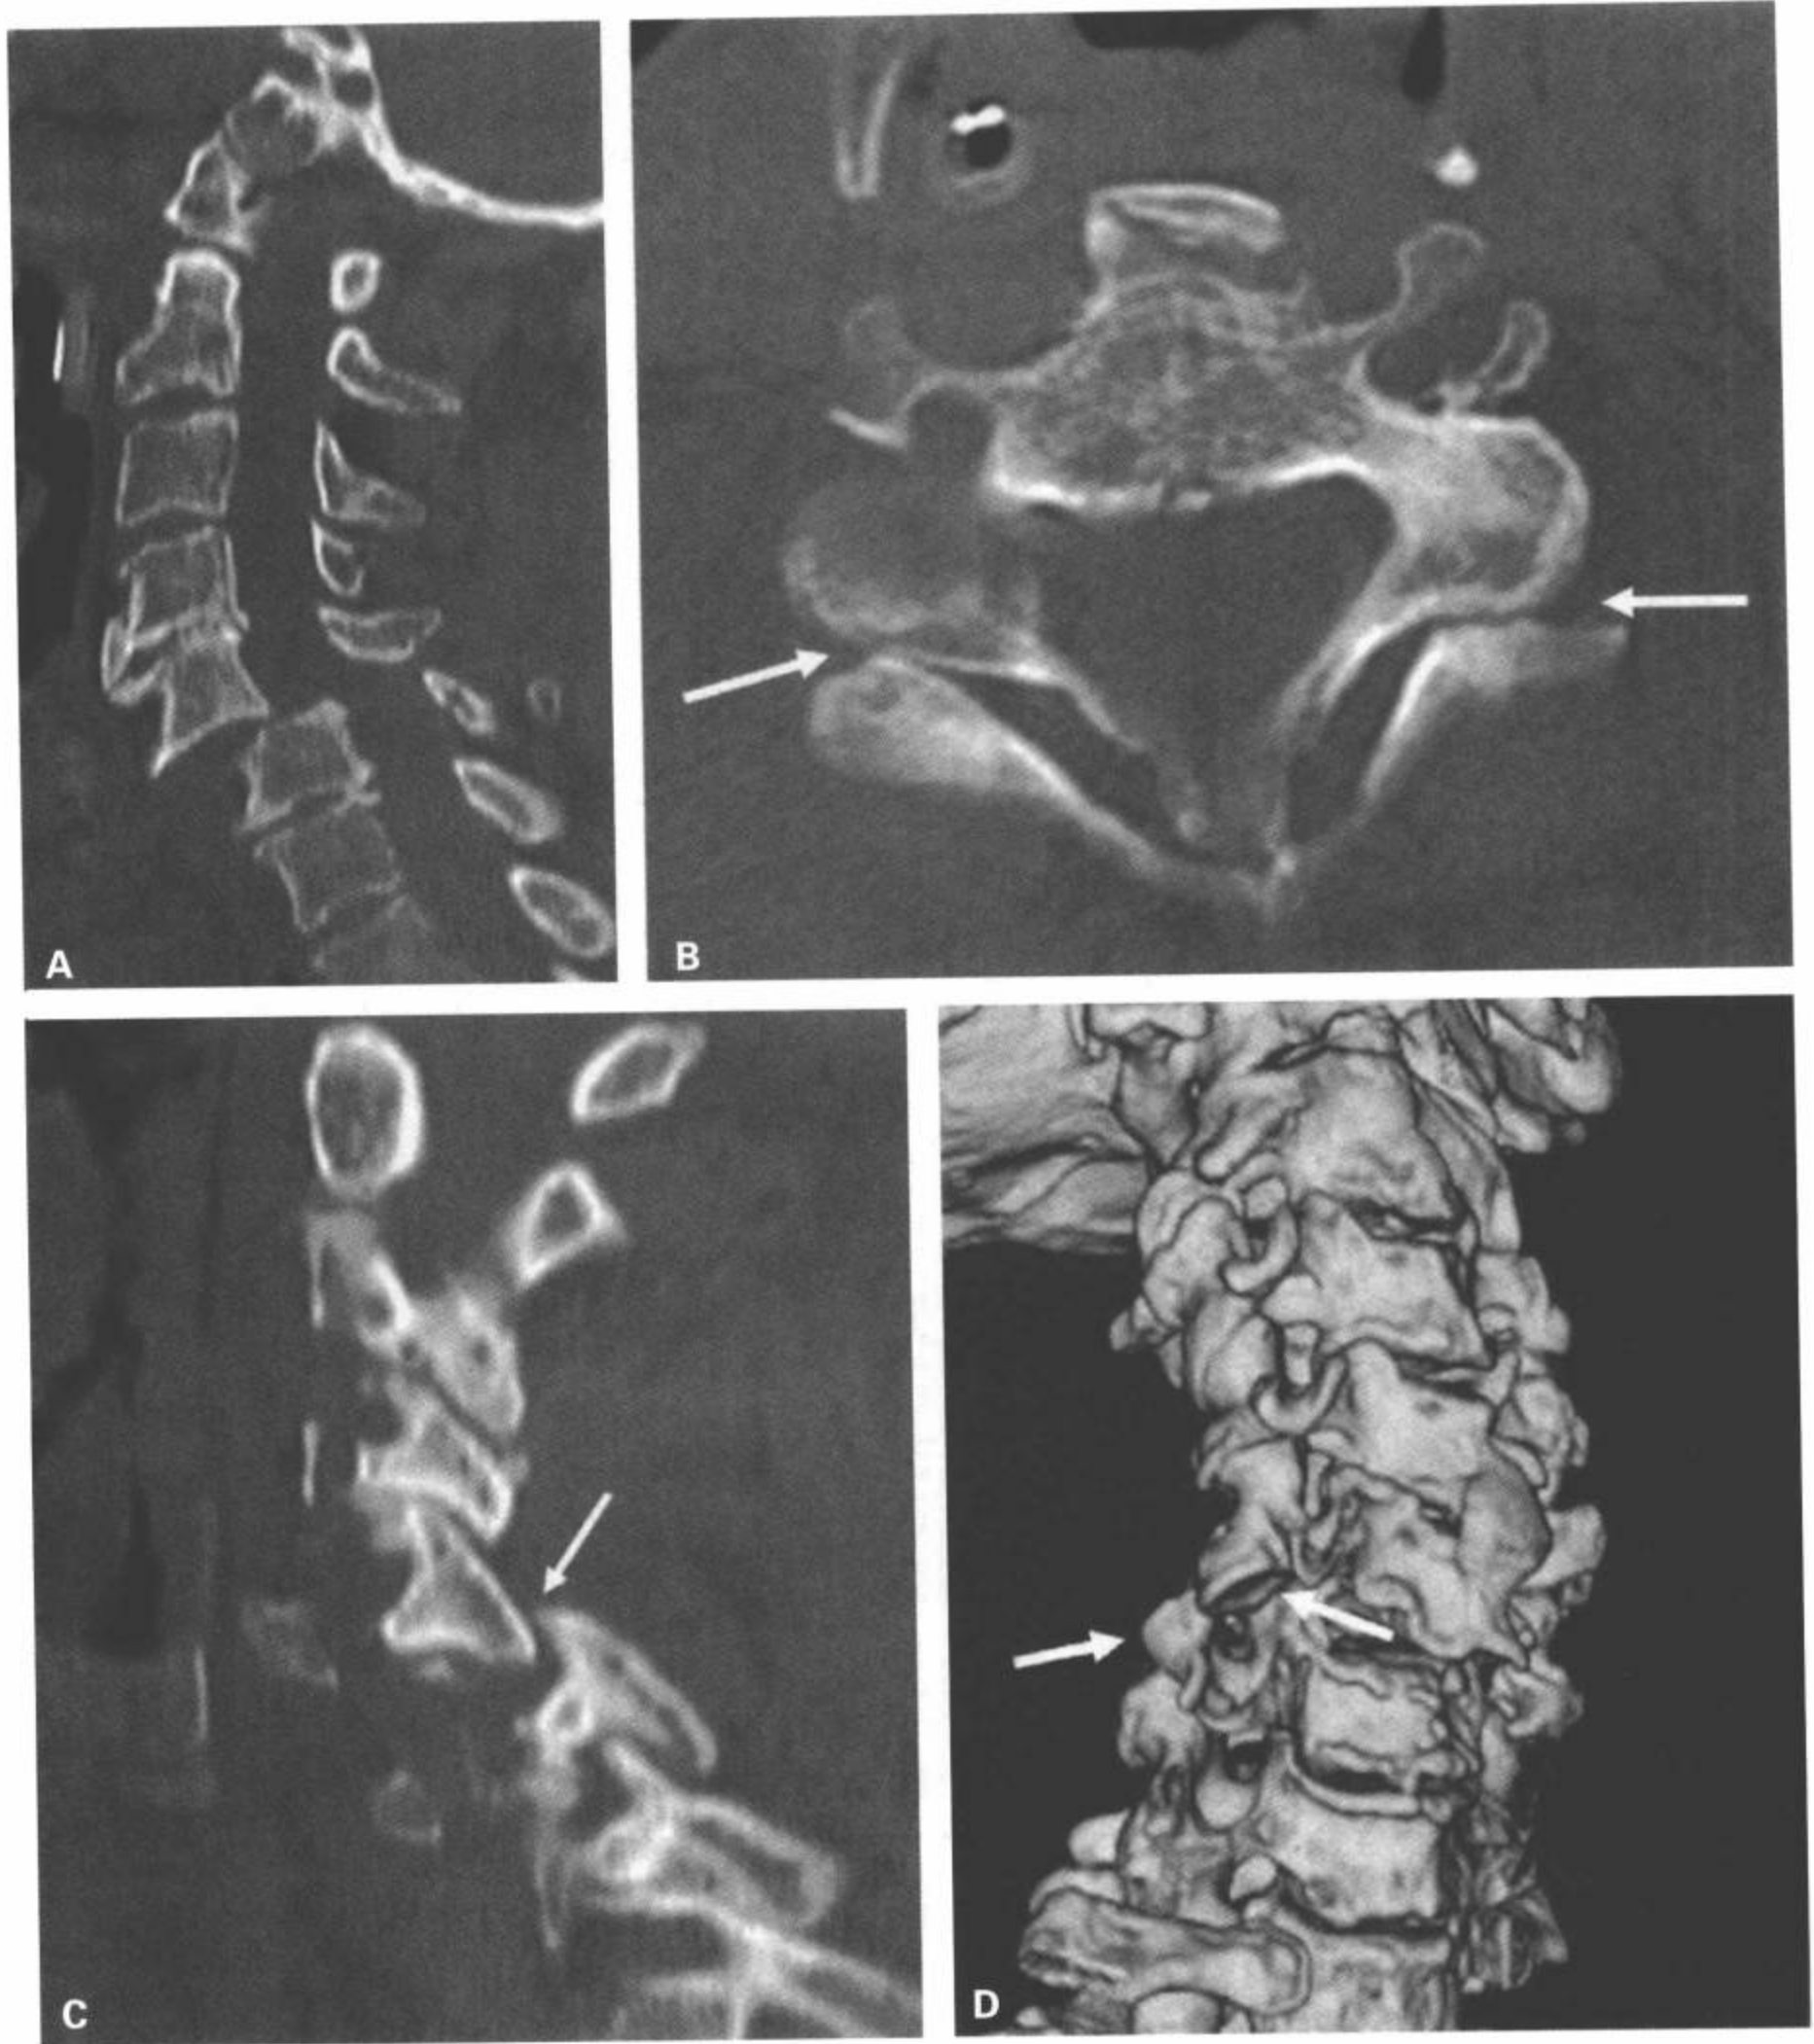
双侧椎小关节脱位。A: CT 多平面重组矢状面图像显示 C5/C6 双侧椎小关节脱位伴 > 50% 的前滑脱。B: CT 横断面图像显示双侧椎小关节脱位 (白箭)。C: CT 多平面重组右旁矢状面图像显示 C5/C6 椎小关节脱位 (白箭)。D: CT 3D 重组容积再现前斜位显示 C5/C6 右侧椎小关节脱位。注意 C5 下关节突 (黄箭) 和 C6 上关节突 (白箭)。(见彩图 6-54D)
